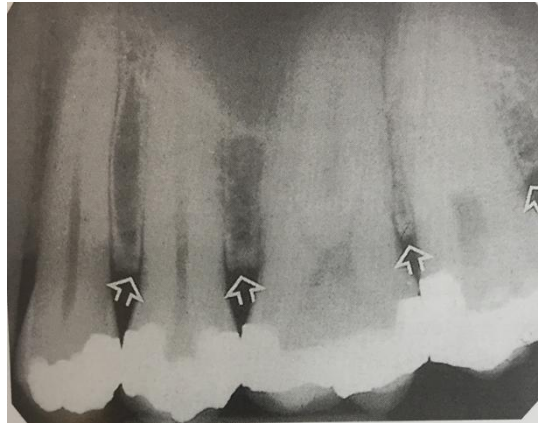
Radiografía dentoalveolar de los dientes 24,25 y 26 que muestra las características radiológicas de un periodonto sano.<sup>29</sup>
